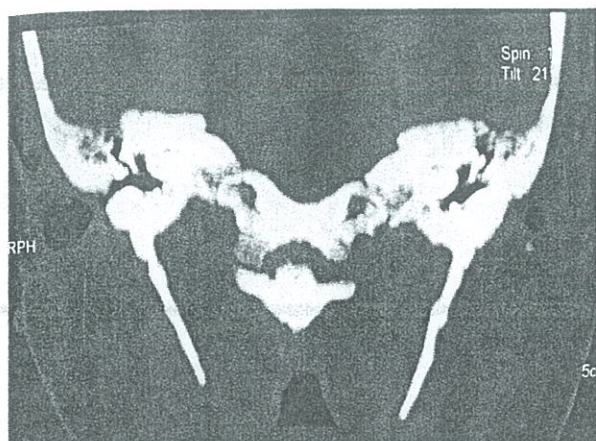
TAC Coronal. Apófisis estiloides alargadas bilateral.
